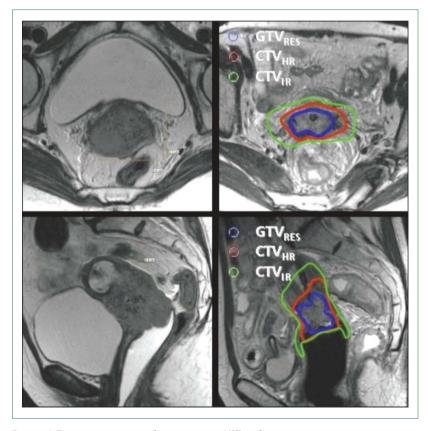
Пример планирования брахитерапии по MPT-изображениям Figure 3. Example MRI-guided brachytherapy plan
